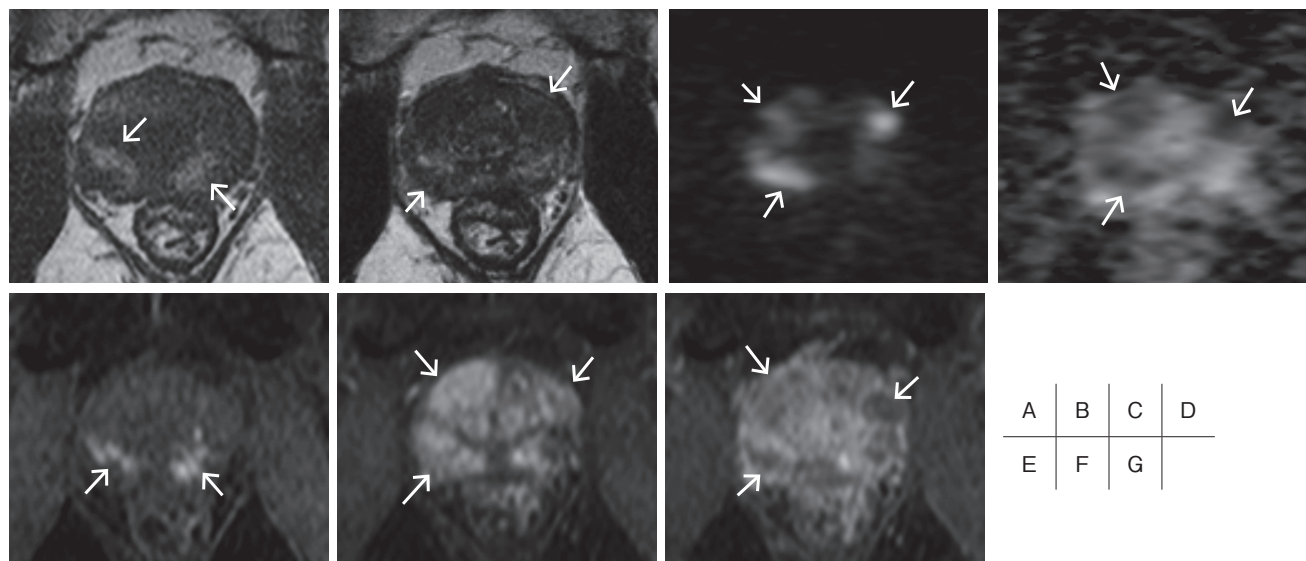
60歳台, PSA 39.47ng/mL, 生検後14日目のマルチパラメトリックMRI
